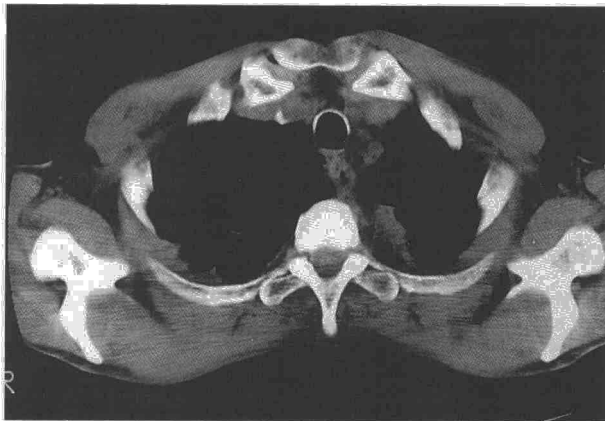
TAC torácica: se aprecia masa pulmonar paravertebral en ápex izquierdo en contacto con la pleura compatible con neoplasia. Además, la luz esofágica aparece dilatada, probablemente a consecuencia de una estenosis por debajo de este nivel.
